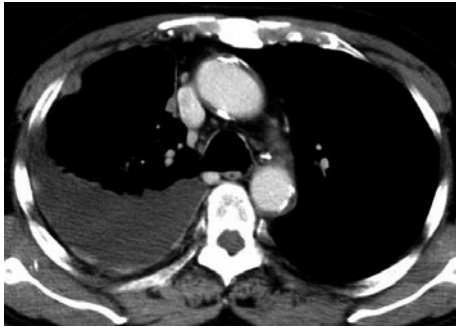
A chest computed tomography (CT) scan at the first visit showed right pleural effusion, pleural nodules, and pleural thickening.
